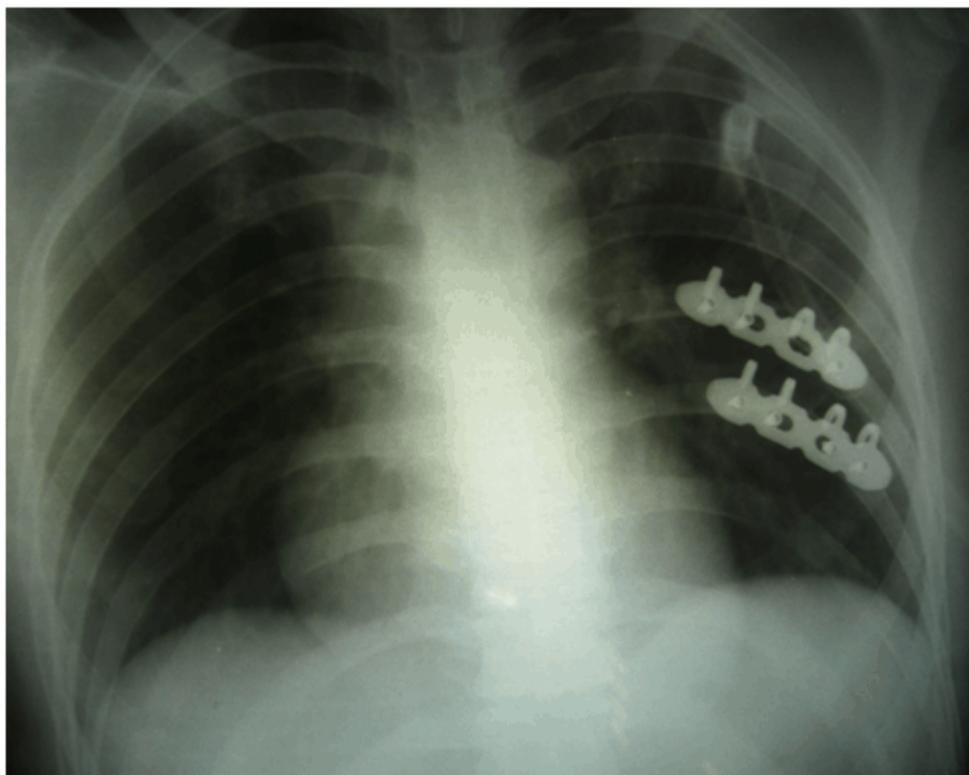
Внешний вид фиксатора на рентгенограмме
